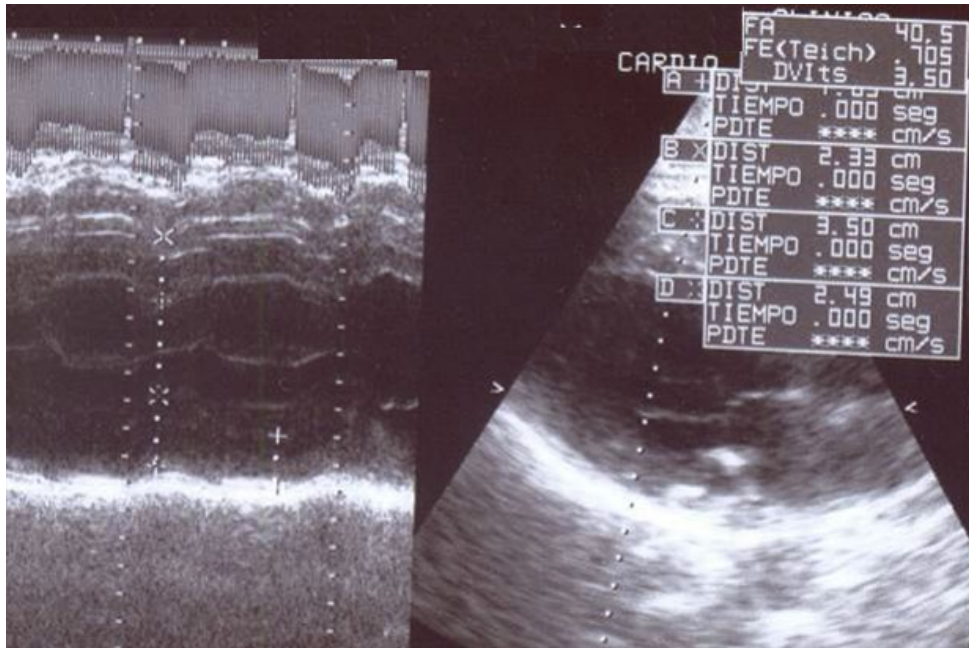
Ecocardiograma transtorácico
